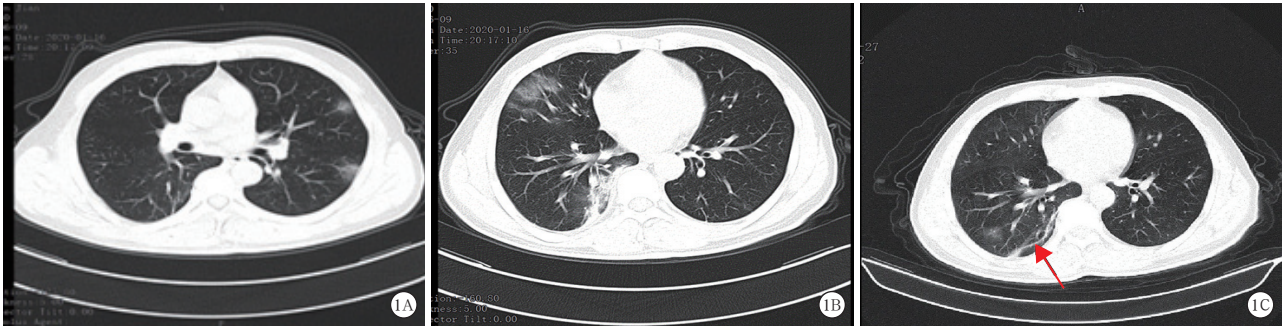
1月16日患者肺部CT表现可见左肺上、下叶毛玻璃样改变(A),右肺中下叶见毛玻璃样、斑片状及条索状密度增高影(B);治疗后(1月27日)患者肺部CT表现可见病灶明显吸收,仅遗留少许纤维条索影(红色箭头↑,C)
